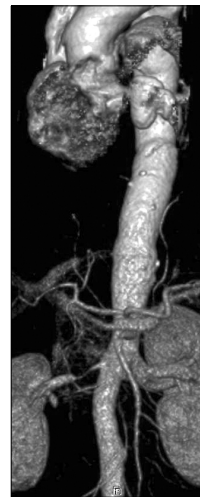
Three dimensional angio abdominal CT scan showed that severe stenosis in proximal portion of right renal artery.
